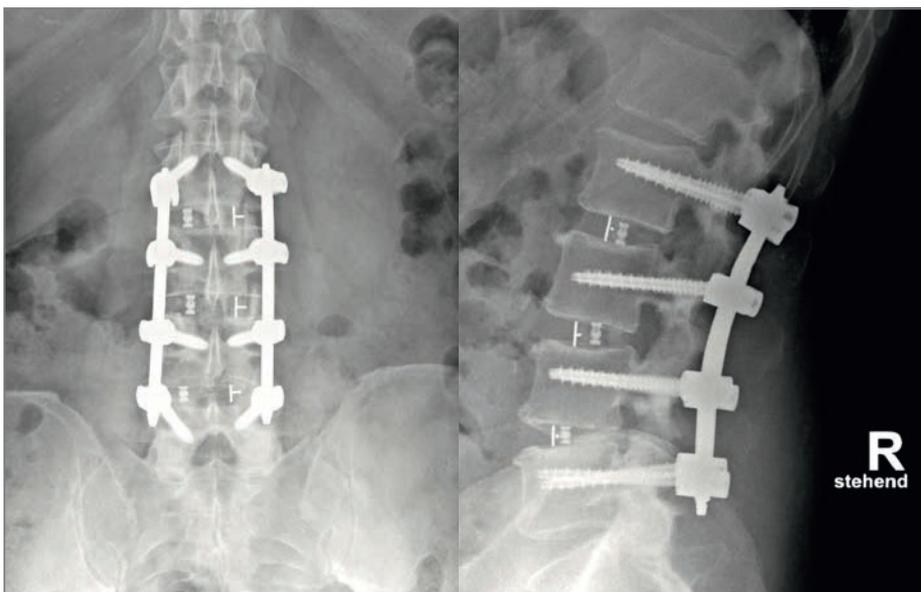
Beispiel für eine minimal invasive 3-Etagen-Fusion, postoperative Röntgenkontrolle ap und seitlich
